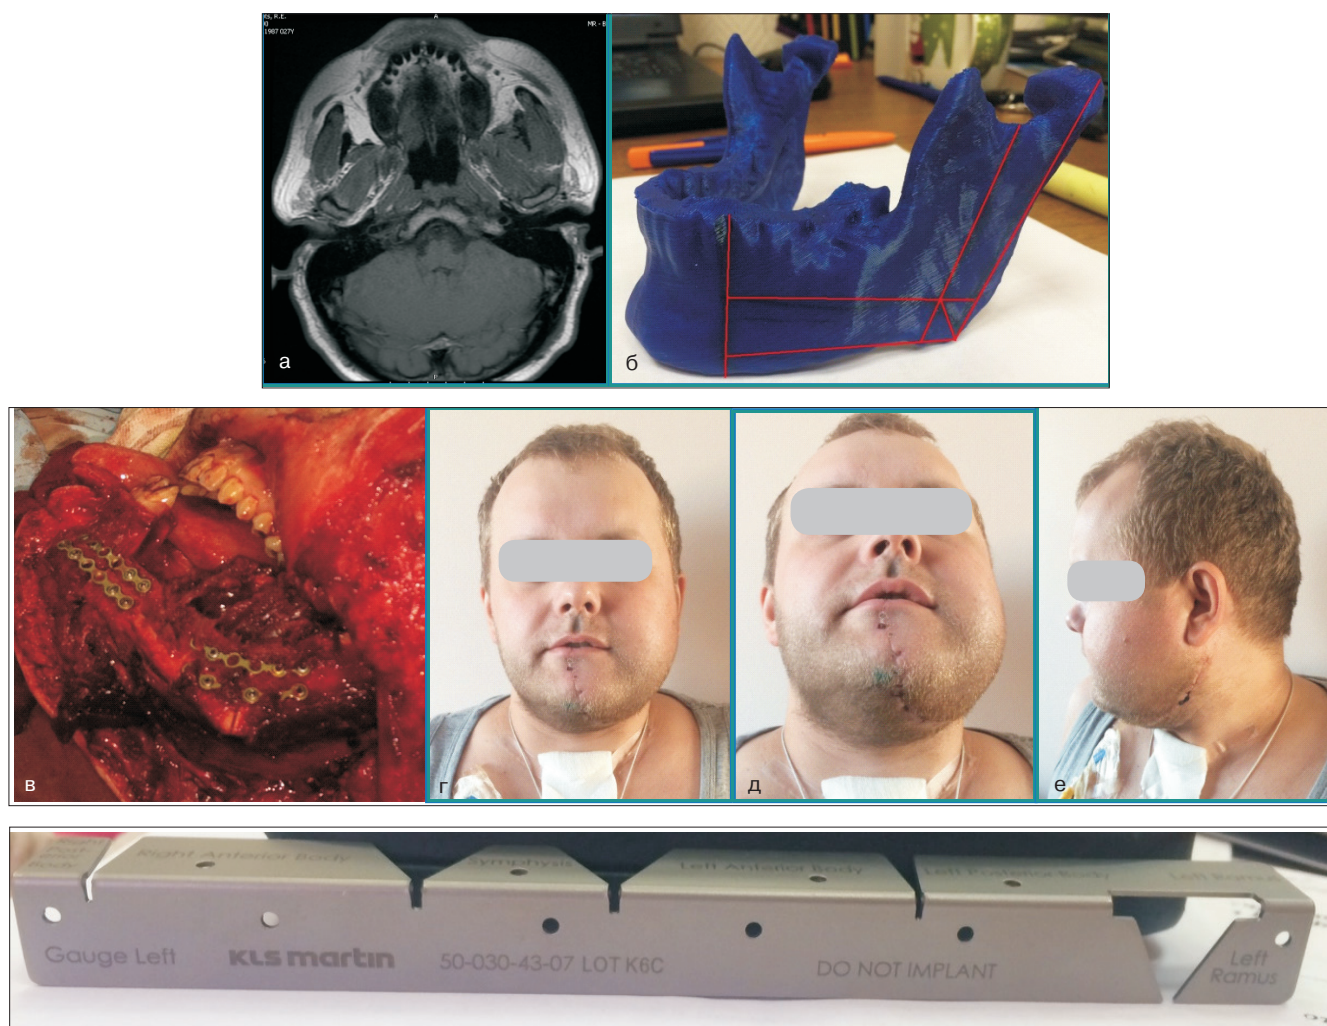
а) МРТ нижней зоны лица; б) пластиковая модель, размеченная под малоберцовый трансплантат; в) смоделированный малоберцовый трансплантат фиксирован в полости рта; г, д, е) внешний вид пациента через 2 нед после операции
